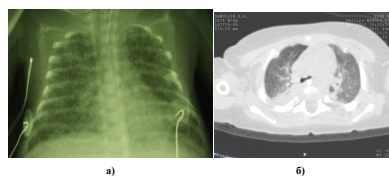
1) Рис.1. Лучевые методы диагностики БЛД: а) рентгенография органов грудной клетки; б) компьютерная томография легких больного младенца с БЛД.
